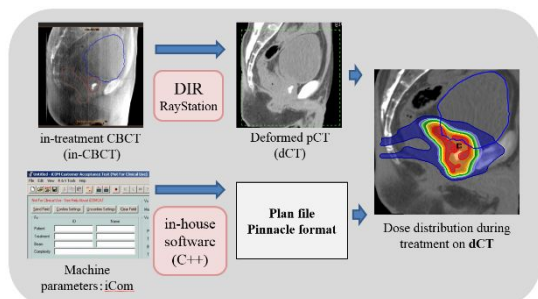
CBCT 画像と照射制御パラメータを用いた線量再構築の手順
